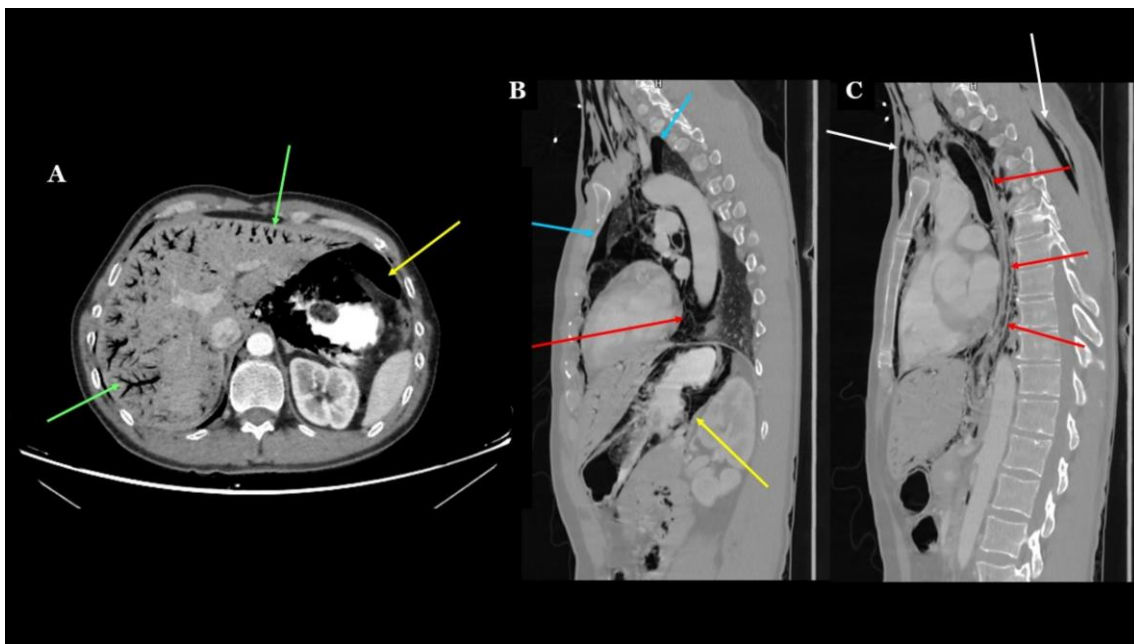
Corte axial de TC abdominal con contraste oral e intravenoso, identificando neumatosis portal periférica (flechas verdes) y neumoperitoneo (flecha amarilla), visualizando contraste oral en cámara gástrica. Imagen B: Corte parasagital izquierdo de TC de tórax simple en el que se observa neumotórax (flechas azules), neumomediastino anterior, medio y superior (flecha roja) y neumatosis de la pared gástrica (flecha amarilla). Imagen C: Corte sagital medio de TC de tórax simple con enfisema subcutáneo cervical anterior y posterior (flechas blancas), neumomediastino y neumatosis de la pared esofágica en prácticamente toda su extensión (flechas rojas).
